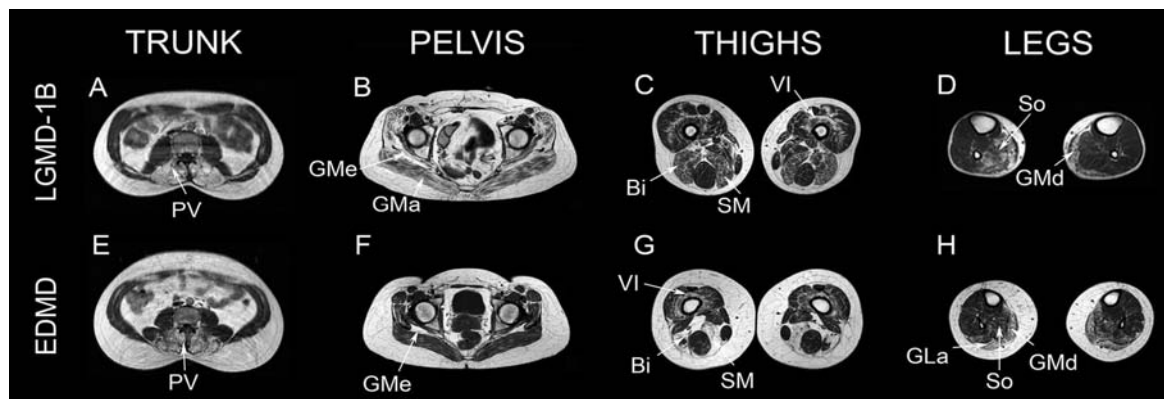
Muscle MRI of patients with mutations in the *LMNA* gene and EDMD phenotype or LGMD-1B phenotype. Muscle MRIs of patients with mutation in *LMNA* gene were very similar. We found a similar pattern of muscle involvement in patients with LGMD-1B phenotype (A–D) and patients with an EDMD phenotype (E–H). The muscles involved in these examples were: paravertebral muscles (PV in A and E), *gluteus maximus* (GMa) and *gluteus medius* (GMe) in B and F, *biceps femoris*, *vastus intermedius*, *semimembranosus* (SM) muscles in the thighs (Bi, VI and SM in C and G), and *soleus*, *gastrocnemius medialis* and *gastrocnemius lateralis* in the legs (So, GLa and GMd in D and H).
